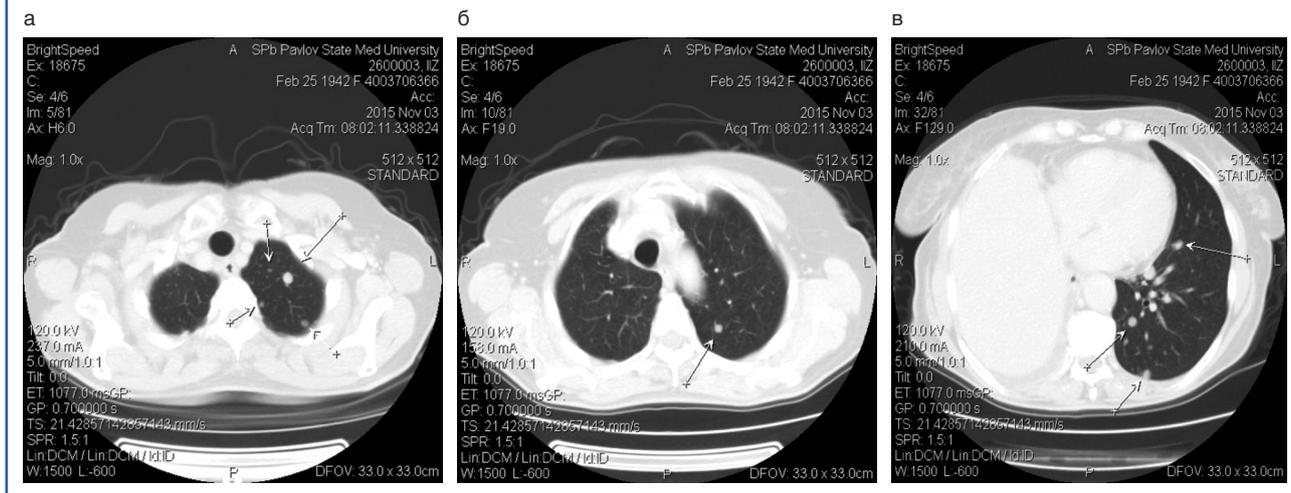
КТ больной З., 73 года, декабрь 2015 г.
